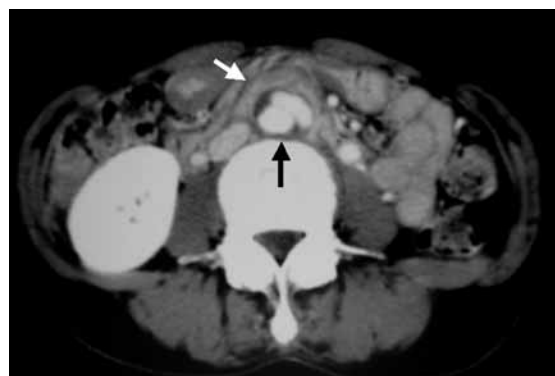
Computed tomography scan obtained 2 months before the admission. The size of the multi-locular aneurysm was 3.0 cm in diameter (black arrow). There was periaortic inflammation (white arrow).
